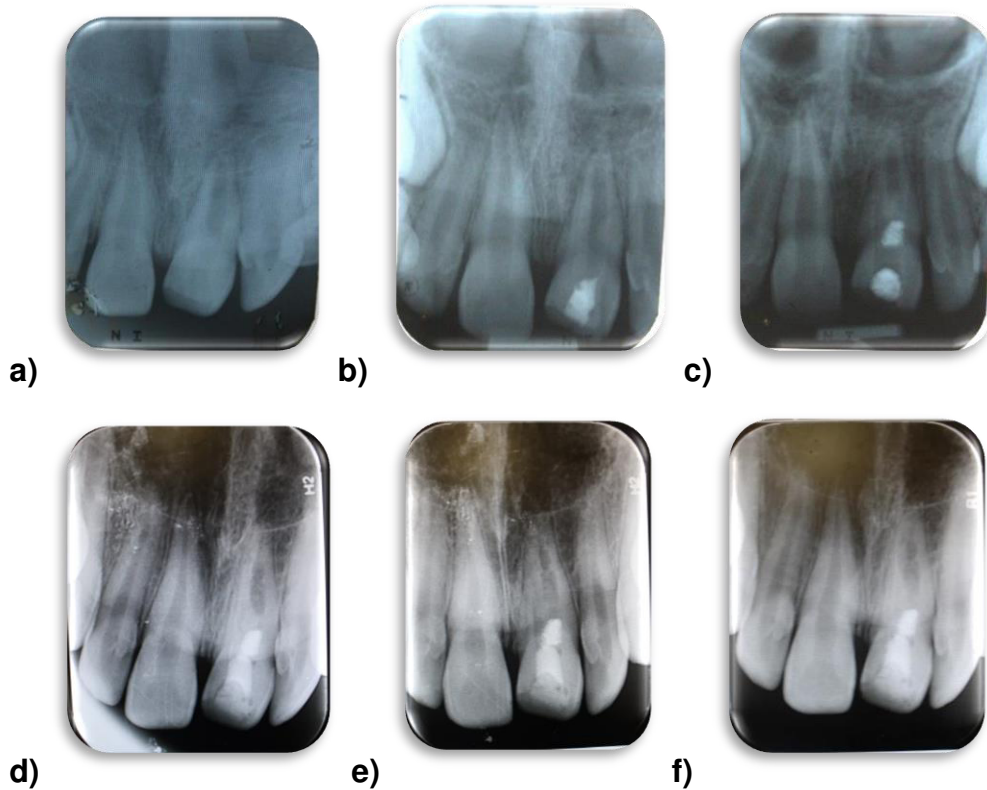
Paciente masculino de 10 años de edad que presentaba traumatismo oclusal de la pieza 2.1 negativo a las pruebas de vitalidad. a) Radiografía inicial donde se observa la fractura del borde incisal, las delgadas paredes dentinarias, no se observa zona radiolúcida apical. b) Se realizó apertura de la pieza para seguir con la irrigación de la misma con hipoclorito de sodio para después continuar con la colocación de la pasta triple antibiótica y resina fue colocada como restauración de la pieza. c) Se lavó con suero fisiológico y se trató de promover el sangrado de la pieza, para poder formar un andamio, después fue colocado MTA con una torunda de algodón húmeda y Cavit como restauración final. d), e) y f) Radiografías de los últimos controles tomados a 3 años de evolución en las cuales se puede notar un evidente aumento de las paredes dentinarias, así como un cierre completo apical.
